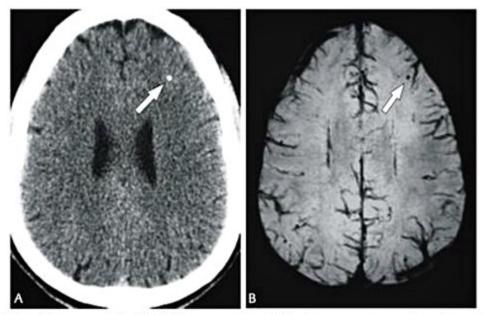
Imagem de tomografia computadorizada. (A) Demonstrando calcificação parenquimatosa frontal esquerda. Na imagem de SWI (B), essa calcificação aparece claramente com marcado hipossinal (seta).
